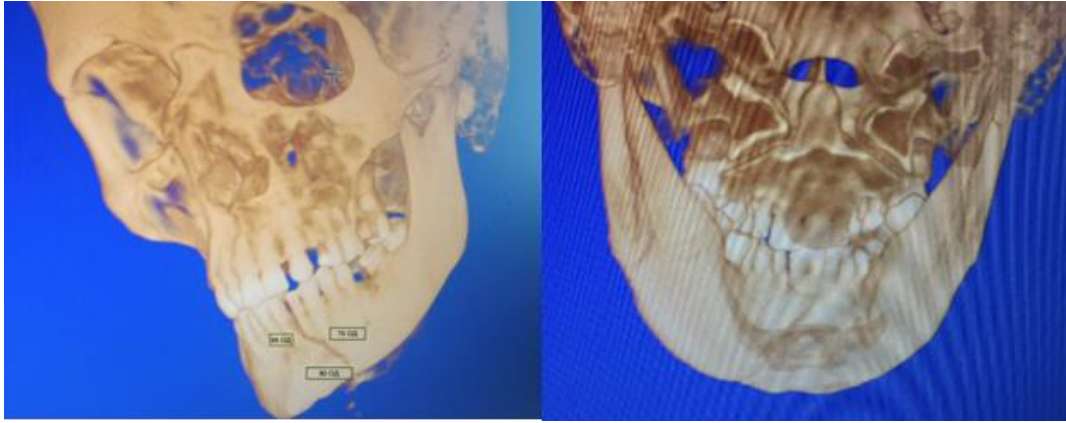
КТ пацієнта С., 45 І/хв №14100 (18.09.2018р.), перелом НЩ в ментальному відділі, щілина перелому проходить через апікальну ділянку 32 зуба (тип 1 за класифікацією Mayson II тип).
